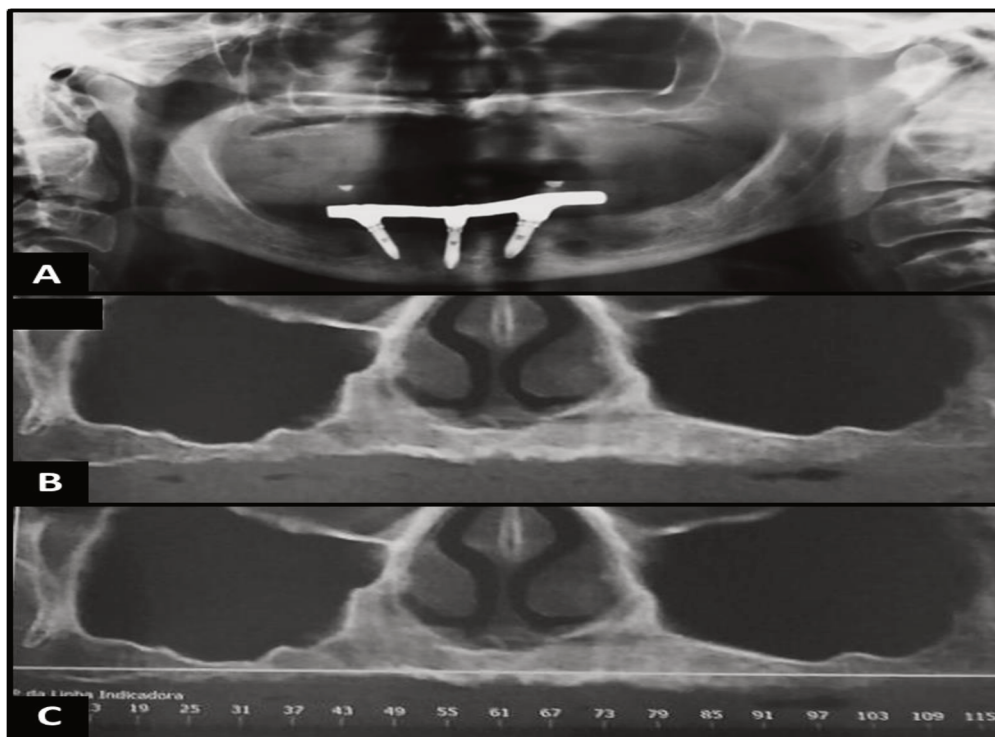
Radiografia panorâmica (A) e Tomografia computadorizada (B e C), evidenciando maxila atrófica e pneumatização de ambos os seios maxilares.
